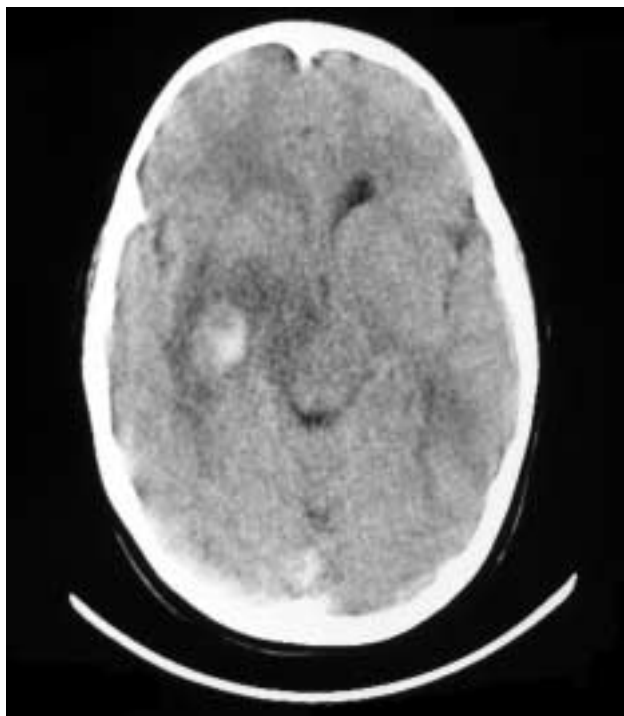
TC sin contraste 22º día, a nivel temporal derecho imagen con efecto masa con importante edema periférico y componente hemorrágico (agudo). Línea media desplazada a la izquierda por el efecto masa.
